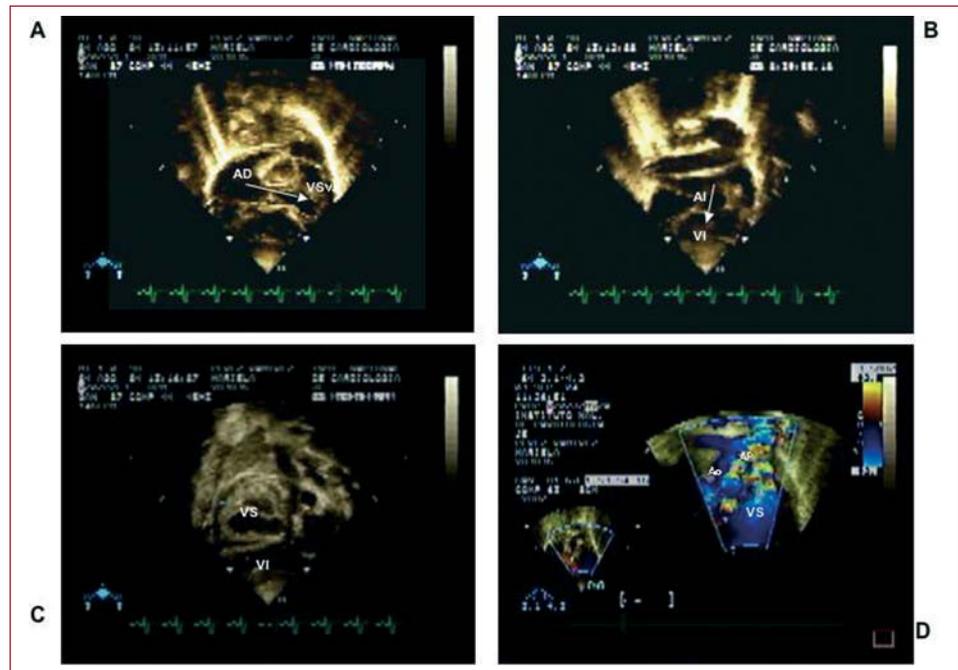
Ecocardiografía bidimensional y color del paciente N.º 5, en proyección subcostal. A: aurícula derecha (AD) conectada a un ventrículo superior (VS). B: aurícula izquierda (AI) conectada a un ventrículo inferior (VI), con concordancia auriculoventricular. C: ventrículo superior (VS) y ventrículo inferior (VI). D: doble vía de salida del ventrículo superior (VS) con aorta (Ao) derecha y arteria pulmonar (AP) izquierda.
